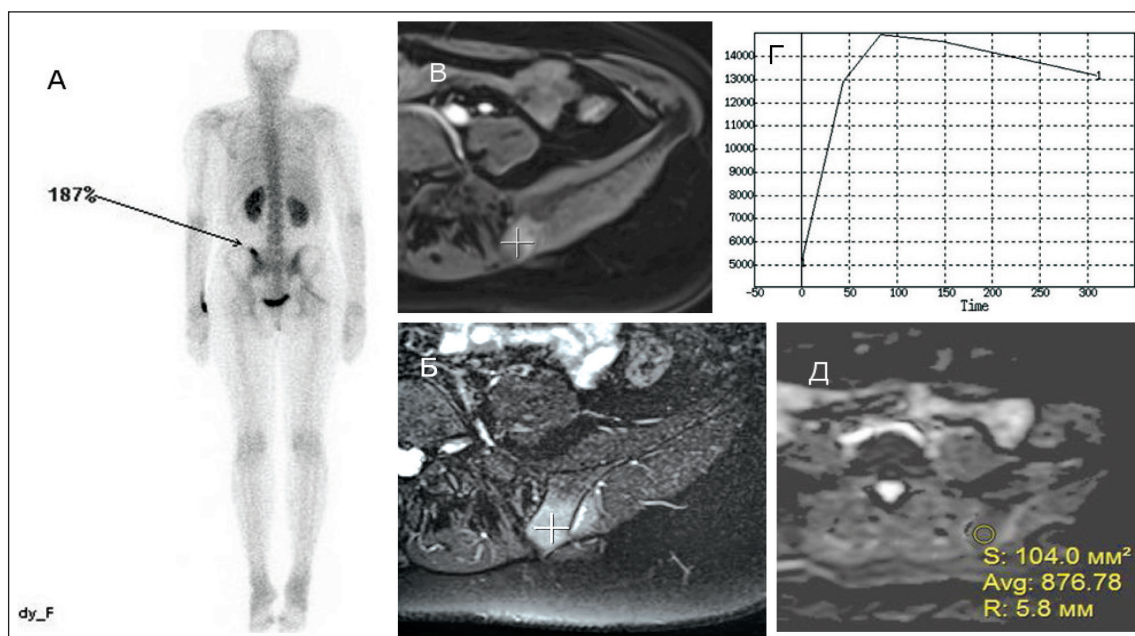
Пациентка Н., 1971 г.р., с диагнозом аденокарцинома молочной железы, метастатическое поражение левой подвздошной кости. По данным ОСГ (А) отмечается умеренно повышенный процент фиксации РФП в левой подвздошной кости. По данным МРТ в режиме STIR (Б) отмечается равномерно повышенный сигнал в этой зоне, с повышенным накоплением парамагнетика при ДКУ (В) со вторым патологическим вариантом микроциркуляции (Г), ИКД в очаге поражения равен $0,87 \times 10^{-3}$ (Д)
